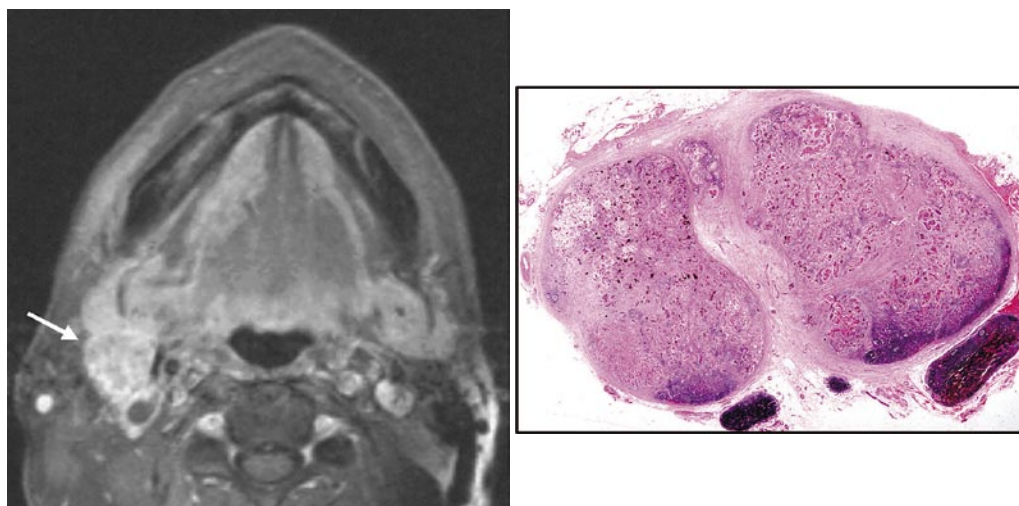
(左)：脂肪抑制造影後 T1 強調 MRI；リンパ節は不均一に造影されるが、明らかな低信号域は認められない
